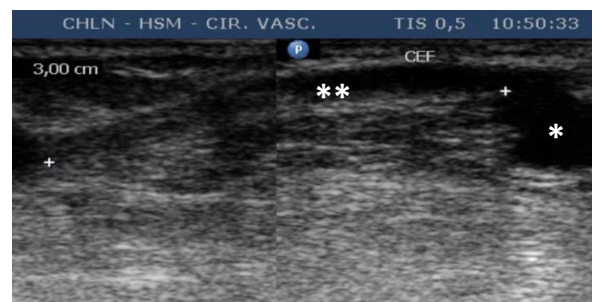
FAV úmero-cefálica com disfunção por não maturação observando-se a anastomose \* e a diminuição do diâmetro da veia cefálica\*\* numa extensão de 3 cm (Fonte: Laboratório de Eco-Doppler do Serviço de Cirurgia Vascular do HSM-CHLN).
